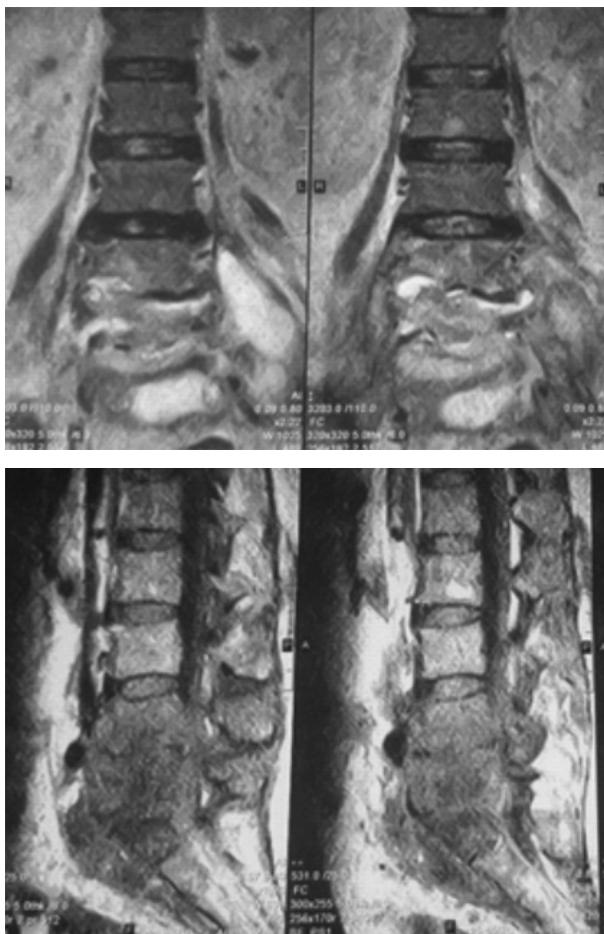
МРТ поясничного отдела позвоночника больной Н., определяется очаговое изменение сигнальных характеристик и деформация тел L5-S1 с наличием на этом уровне выраженного паравертебрального абсцесса, сдавливающий дуральный мешок.
